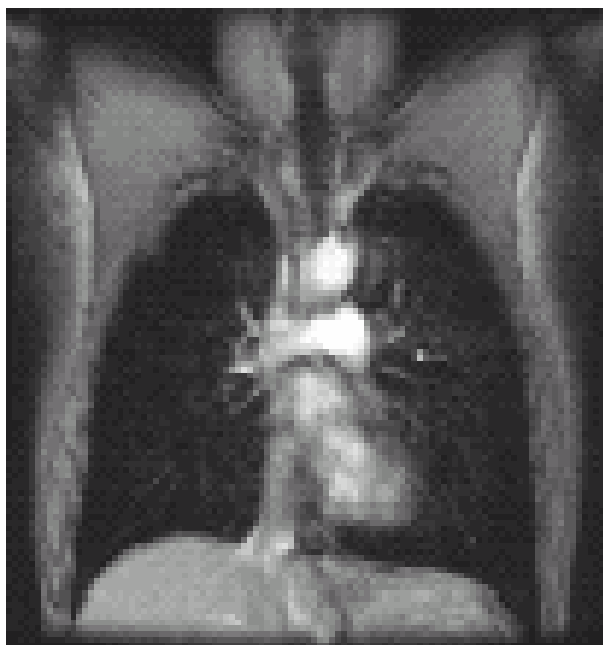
IRM du proton des poumons chez un sujet sain (d'après http://www.montagne-sainte-genevieve.asso.fr/Programme_Nocturne.pdf).
